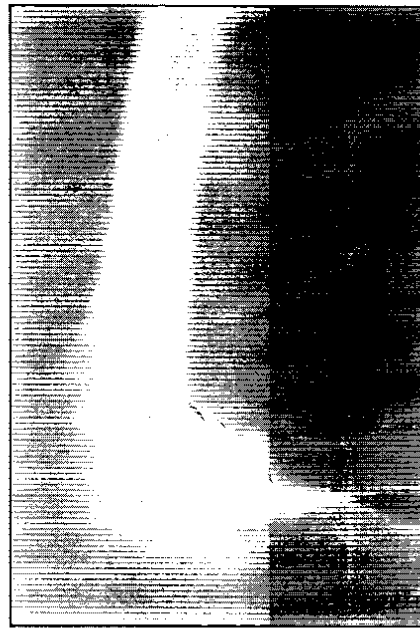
Röntgenbild des rechten Ellenbogengelenkes in den zwei Standardebenen: Streßfraktur der Olecranonspitze.
